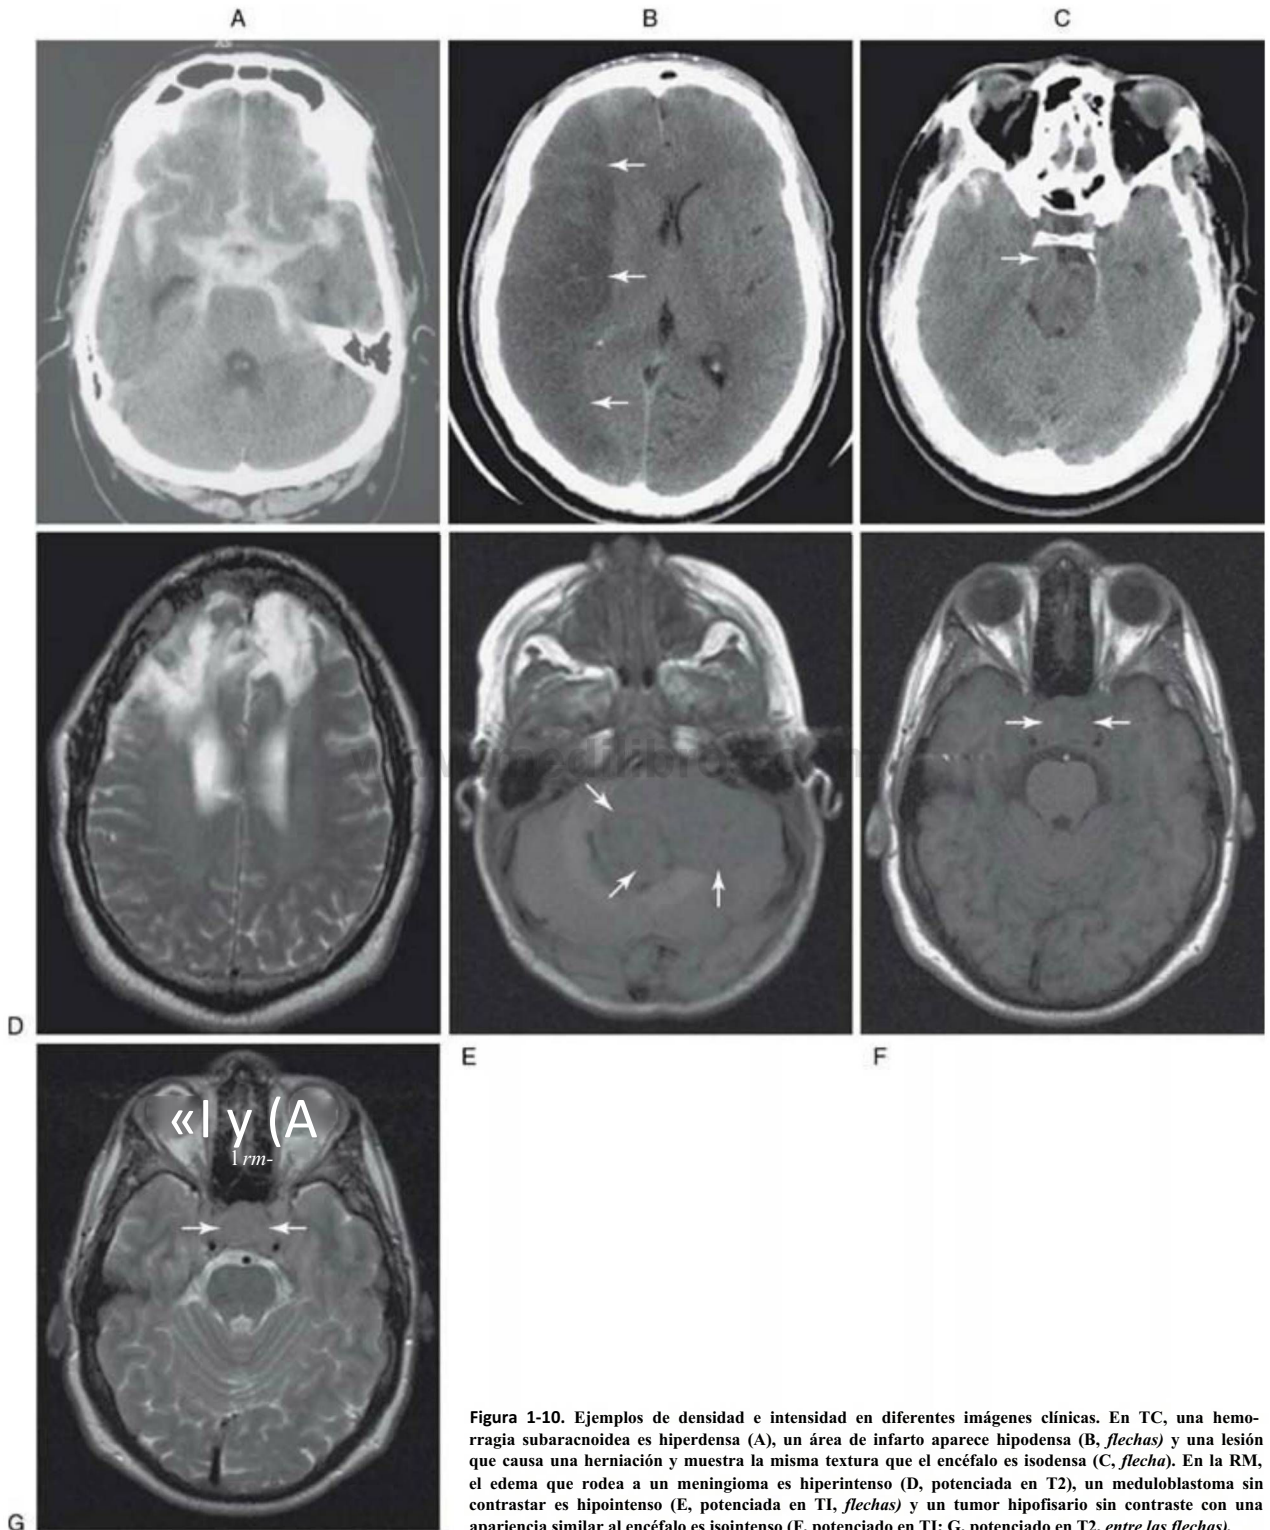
Ejemplos de densidad e intensidad en diferentes imágenes clínicas. En TC, una hemorragia subaracnoidea es hiperdensa (A), un área de infarto aparece hipodensa (B, flechas) y una lesión que causa una herniación y muestra la misma textura que el encéfalo es isodensa (C, flecha). En la RM, el edema que rodea a un meningioma es hiperintenso (D, potenciada en T2), un meduloblastoma sin contrastar es hipointenso (E, potenciada en T1, flechas) y un tumor hipofisario sin contraste con una apariencia similar al encéfalo es isointenso (F, potenciado en T1; G, potenciado en T2, entre las flechas).
